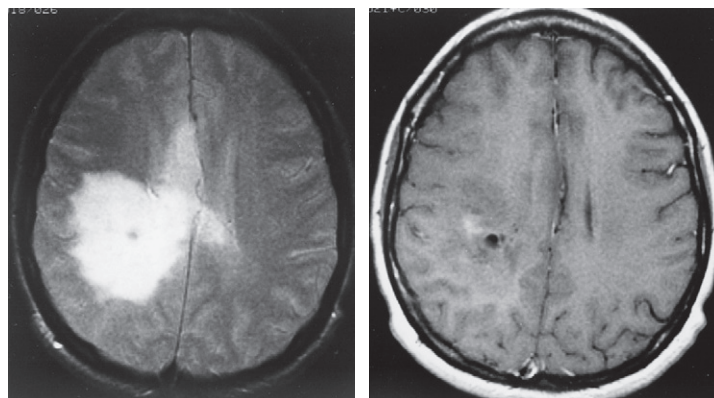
Gliome. Gliome de bas grade en imagerie par résonance magnétique (IRM). À gauche, pondération en T2; à droite, image pondérée en T1, contraste au gadolinium avec rehaussement minimal. Les images sont typiques de cette tumeur, qui est détectée de plus en plus souvent par IRM chez des patients épileptiques. Beaucoup sont invisibles sur les clichés tomodensitométriques.
